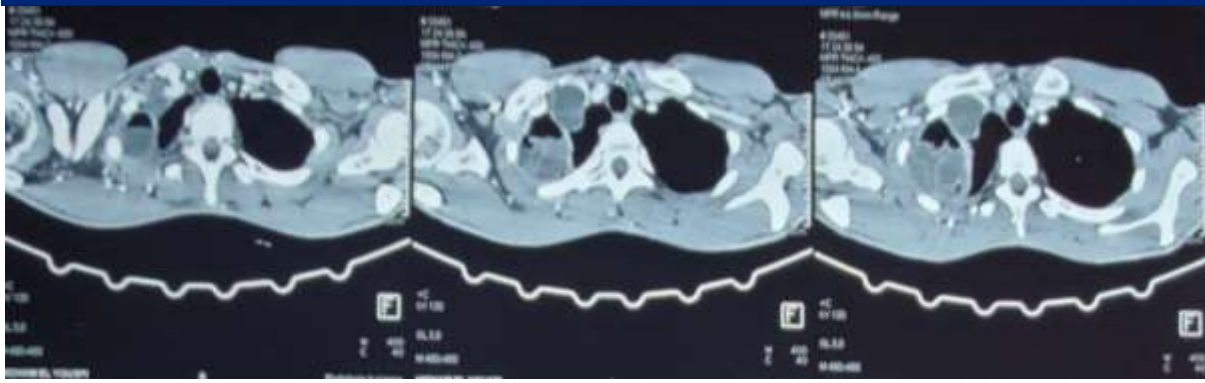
TDM cervico-thoracique objectivant un KH médiastinal de l'apex en contact avec l'artère sous clavière.
